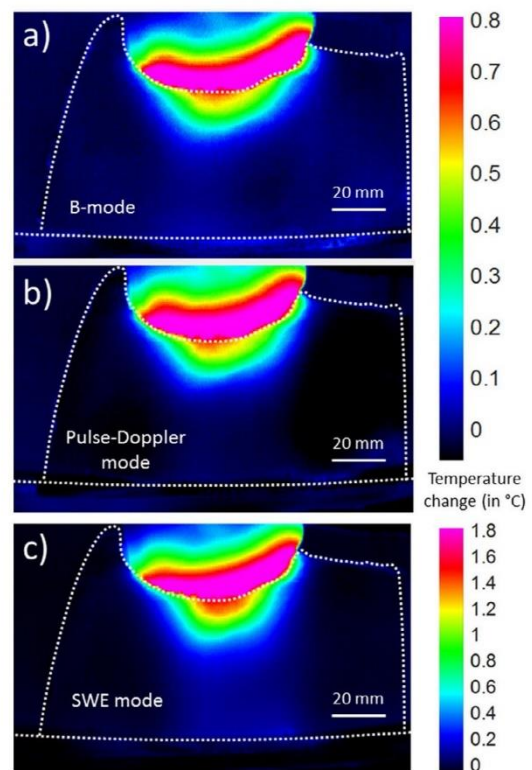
Maps of temperature change at  $t = 360$  s for configuration 2. (a) B-Mode. (b) Pulse Doppler. (c) SWE. SWE = shear wave elastography.
